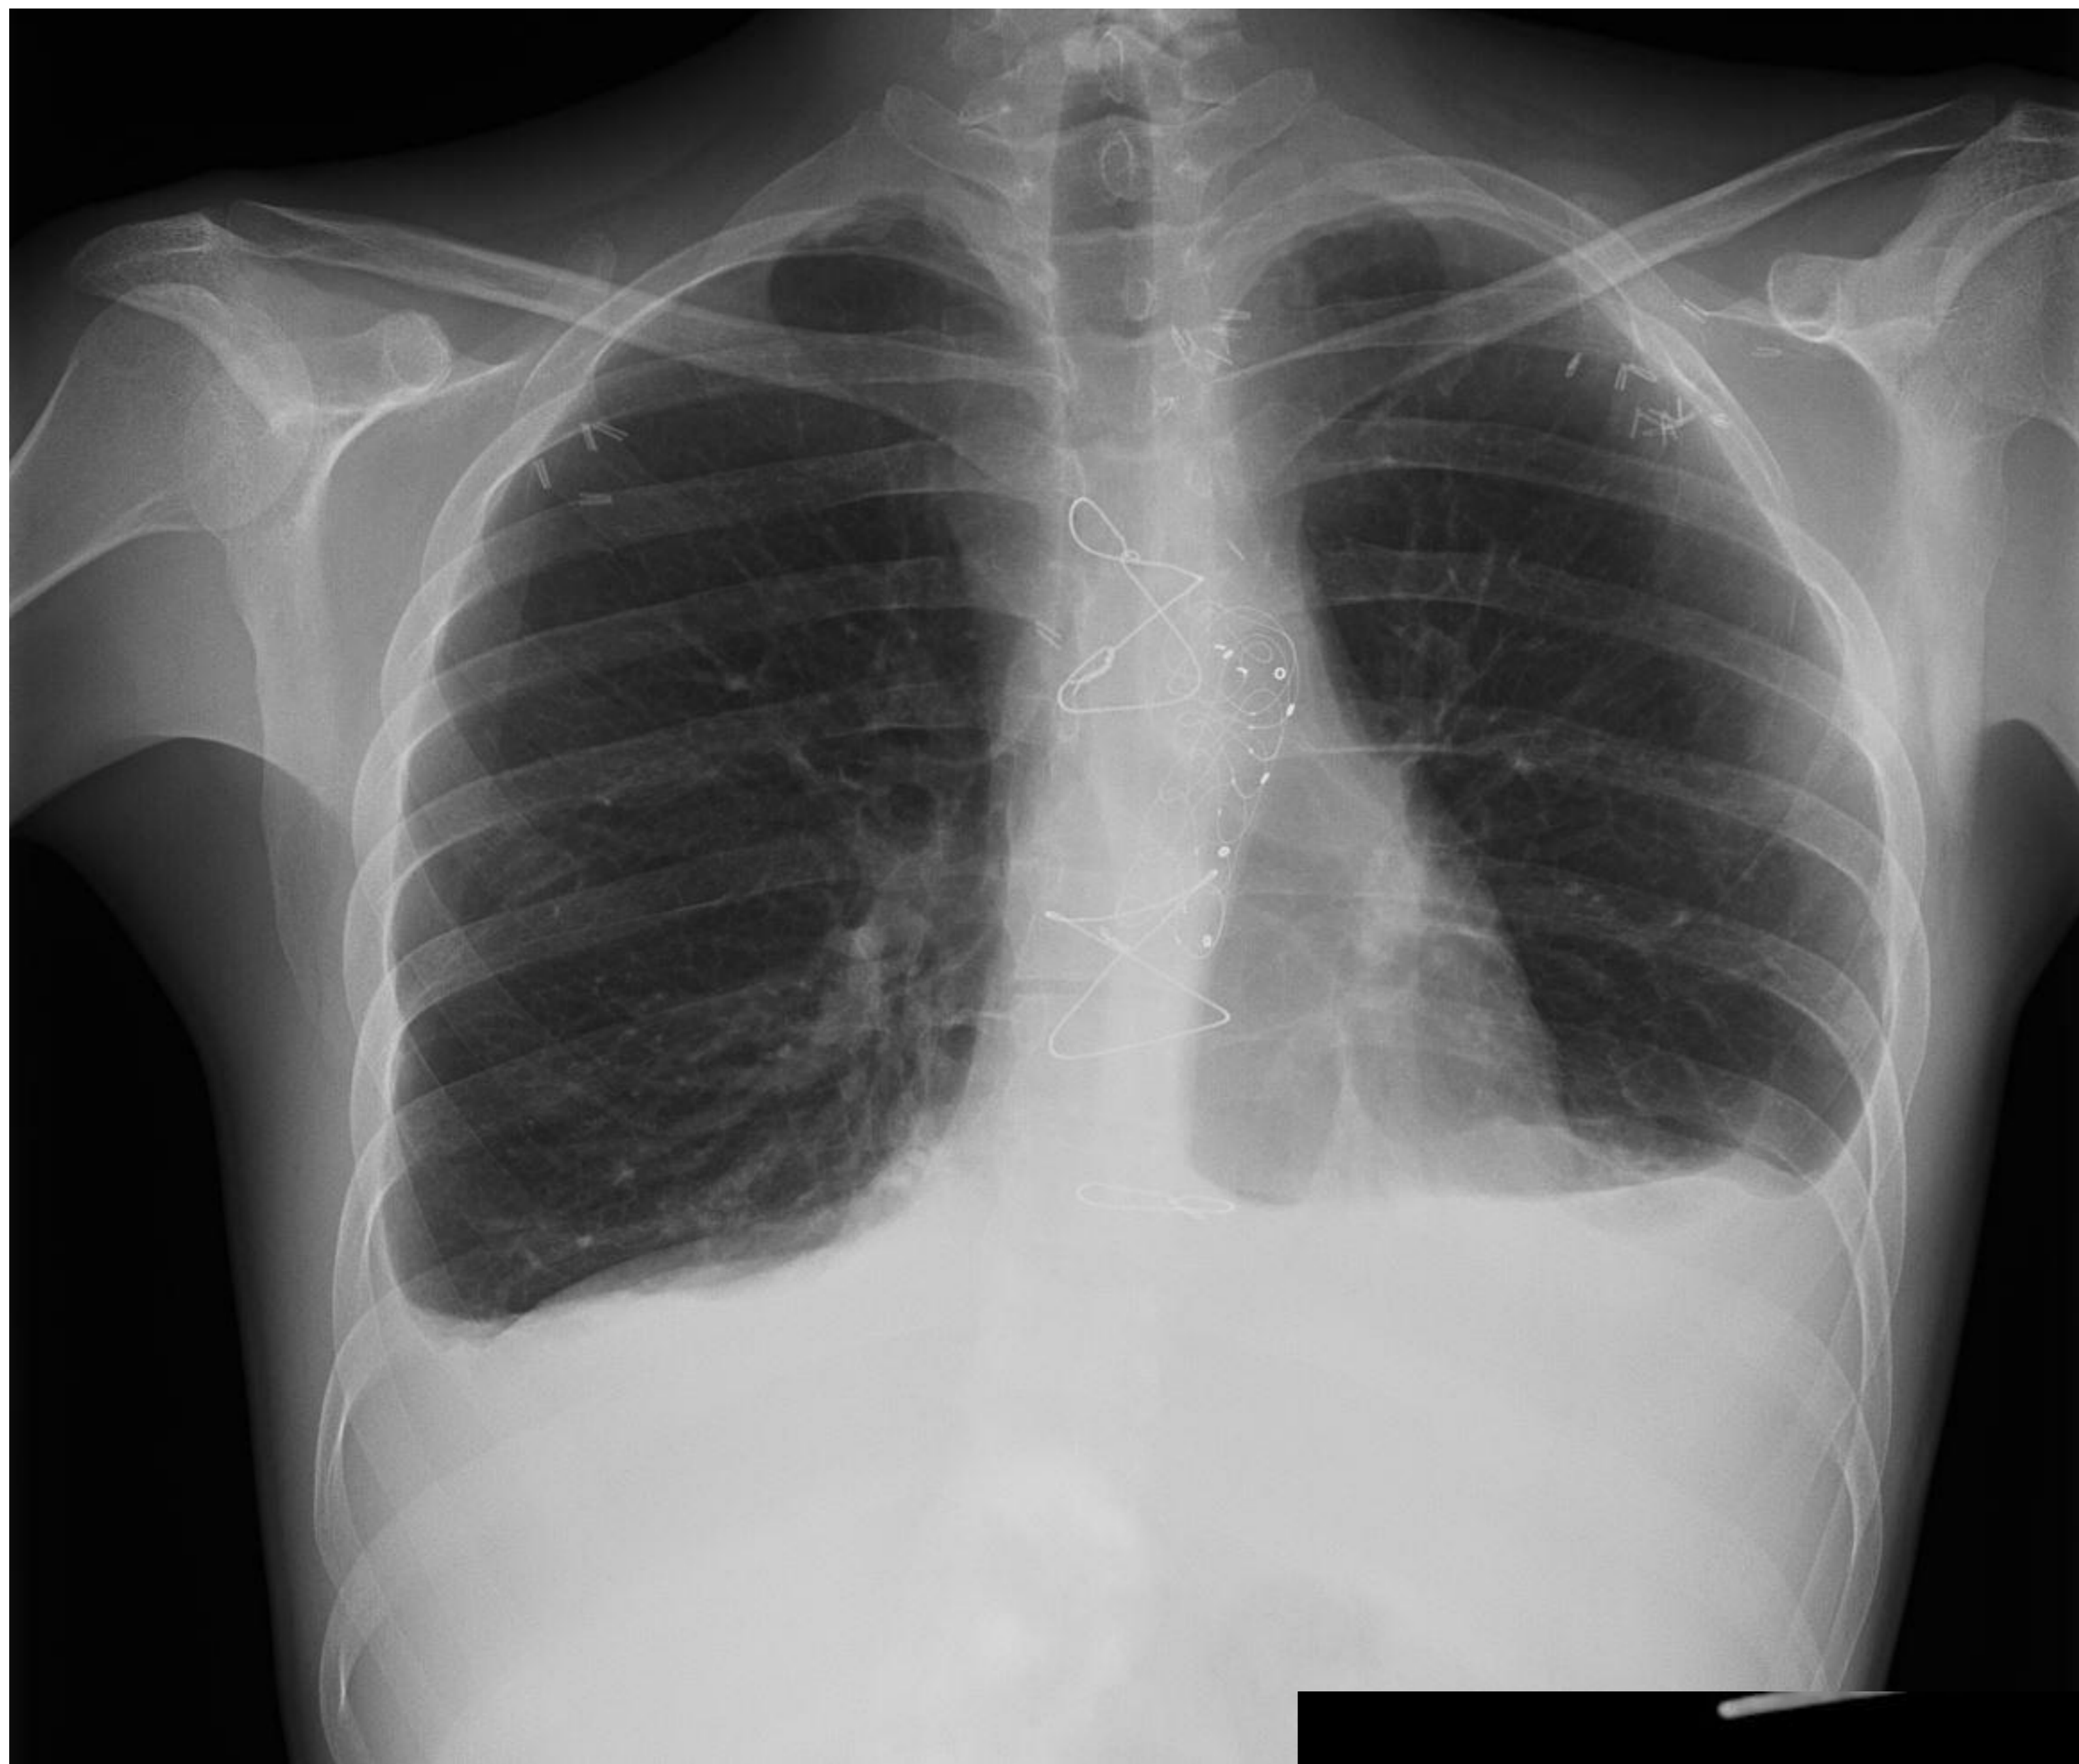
Derrame pleural en radiografía simple de tórax PA
